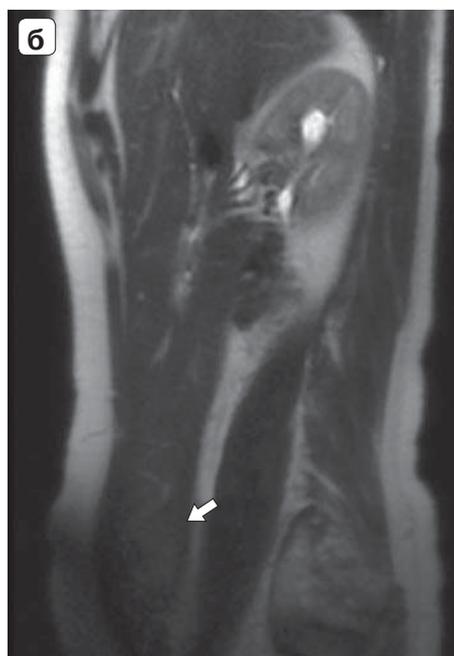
Новообразование VI сегмента печени: а – магнитно-резонансная томограмма, фронтальная проекция; б – магнитно-резонансная томограмма, сагиттальная проекция; в – интраоперационное фото; г – макрофото.
